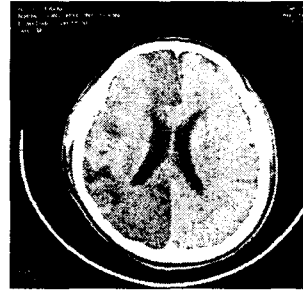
Brain CT showed cerebral infarction
